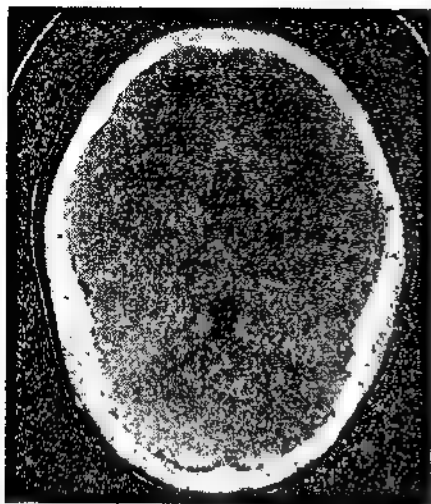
Аксиальное (горизонтальное) КТ-изображение полушарий головного мозга на уровне чечевицеобразных ядер. ЦСЖ в боковых желудочках выглядит темной. Плотность хвостатых и чечевицеобразных ядер выше, чем внутренней капсулы
